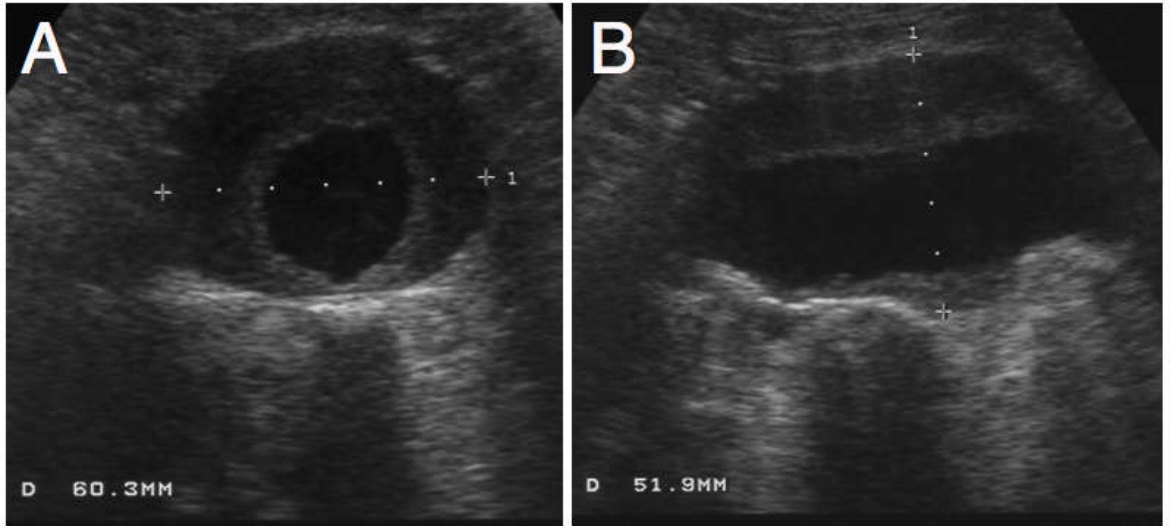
Pelvik ultrasonografi görüntüsü ve serbest sıvı
